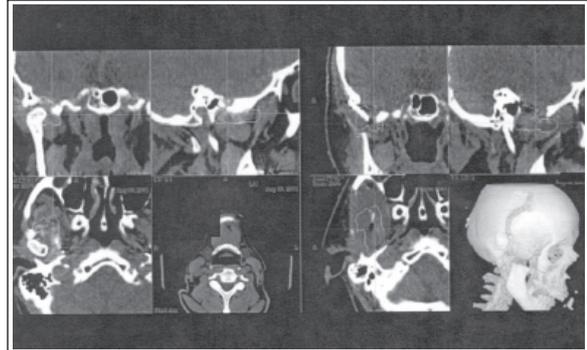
(der) se observa en los cortes coronal, sagital, axial de tomografía computada Helicoidal la presencia de una neoplasia de la articulación temporomandibular derecha, la cual correspondió a un condrosarcoma (izq.) las imágenes postquirúrgicas del mismo paciente con reconstrucción tridimensional.
